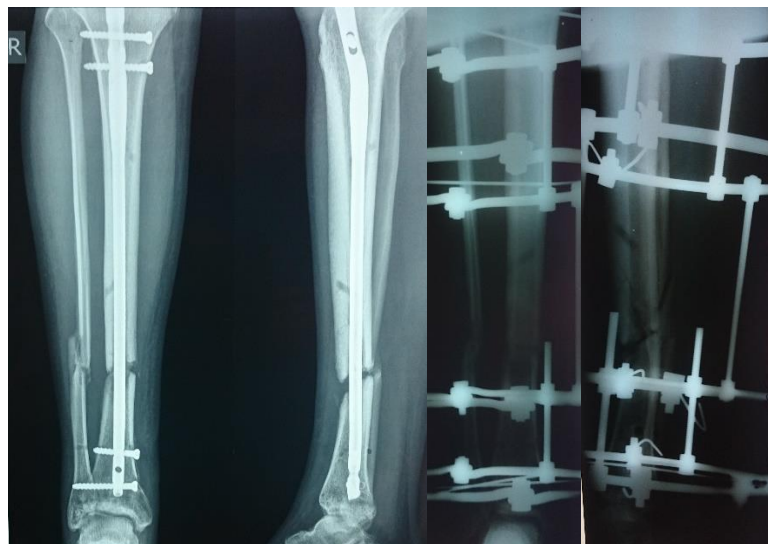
Рентгенограми септичного незрощення правої великогомілкової кістки після перелому і остеосинтезу блокуючим цвяхом. Проведення монолокального остеосинтезу з остеотомією малогомілкової кістки.
